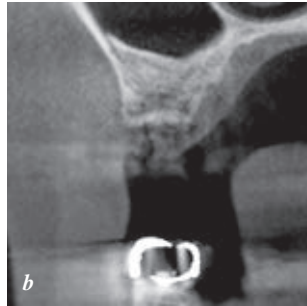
b a: 2011年7月20日、術後6か月のデンタルエックス線写真。同部位をCBCT画像により骨形態・骨質の評価を行う。b: 術部のcross sectional像。歯間部歯槽骨の平坦化、緻密化を認め、メンテナンス性が向上した。なお、CTによる評価は水上哲也先生の文献を参考にした(インプラント&デンタルCTを有効活用した新時代の歯周治療への提言。the Quintessence 2010; 29(10): 51-66)。
